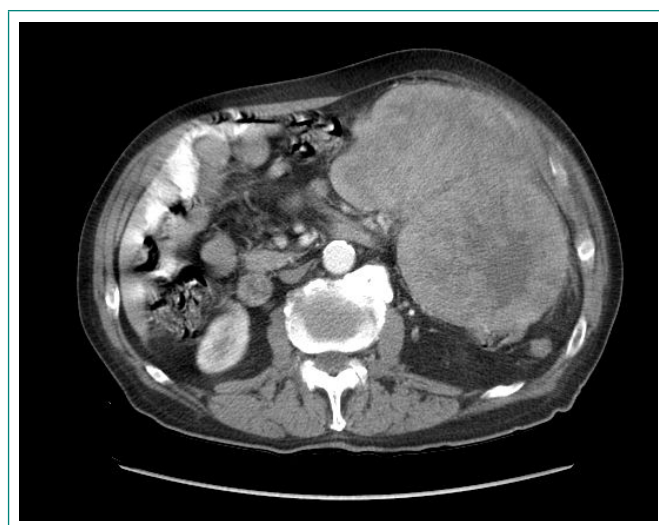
TC abdominal que muestra engrosamiento de pared gástrica, con adenopatías regionales patológicas y carcinomatosis peritoneal
